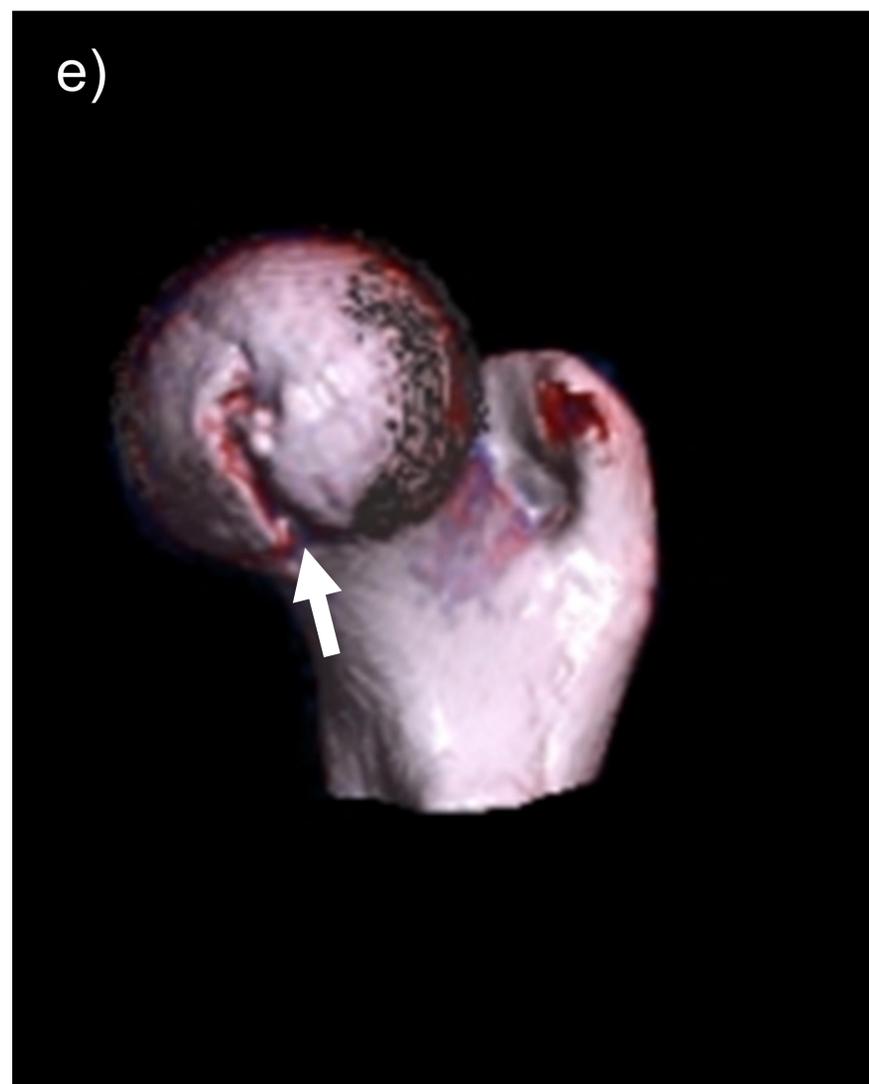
Fractura de cabeza femoral tipo 2 de Pipkin. Las imágenes pertenecen a un paciente de 25 años con luxación posterior de cadera por impacto directo. La imagen a) muestra la radiografía en proyección AP a la llegada del paciente a urgencias donde se muestra una luxación posterior de cadera sin claras líneas de fractura. Imágenes b), c), d) y e) (reconstrucciones multiplanares (sagital y coronal) y 3D) previa reducción cerrada de cadera, muestran un trazo de fractura de trayectoria vertical en el aspecto anterior de la cabeza femoral derecha que afecta a la fovea (flechas blancas), extendiéndose hasta el cuello quirúrgico femoral sin desplazamiento significativo. El paciente fue operado 5 días después y el abordaje fue tipo Hueter. Imagen f) la fractura fue fijada mediante tornillos. El paciente es seguido en consultas de Traumatología y no tiene limitaciones de movilidad.
